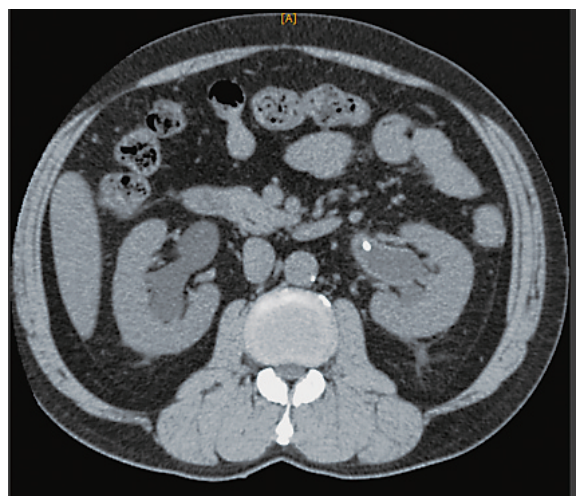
CT reveals bilateral dilated ureters and renal pelvis with the left ureteral stent and thickening of the bladder wall, 18 months after BCG therapy.
